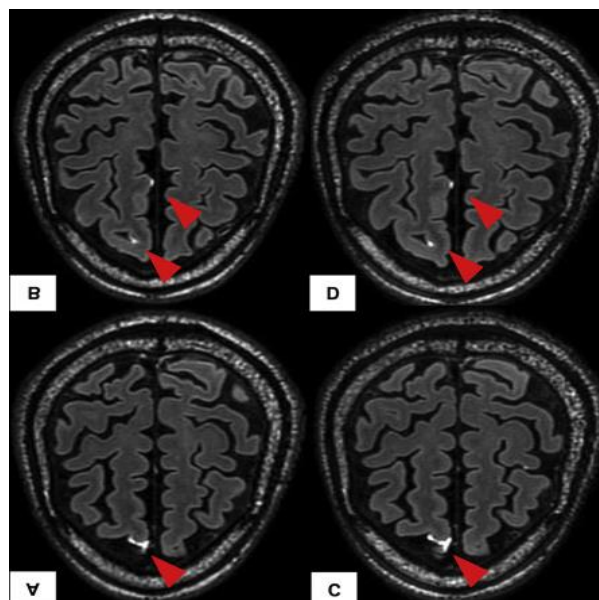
Immagini RMN che mostrano una sostanziale stabilità di malattia a livello leptomeningeo dopo 6 settimane di trattamento.
